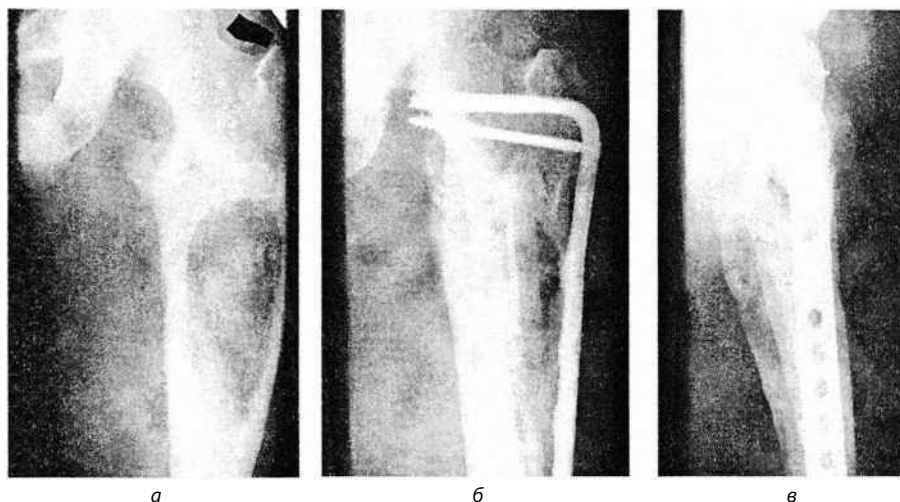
Рентгенограммы верхней трети бедренной кости:
